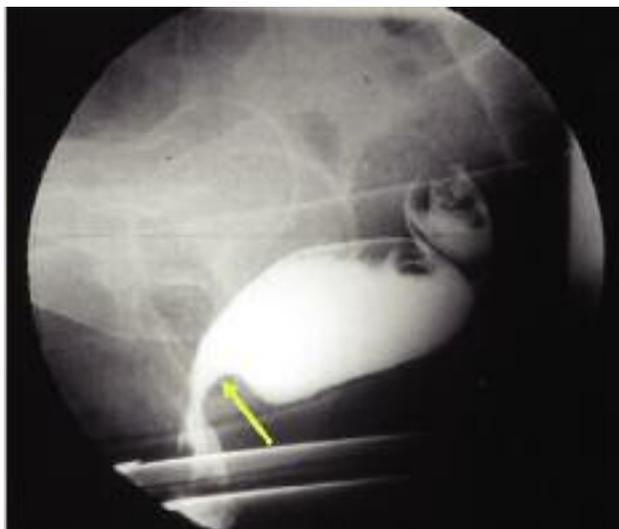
Defecografía. Contracción paradójica. Véase la impronta del haz puborrectal en la pared posterior del recto
